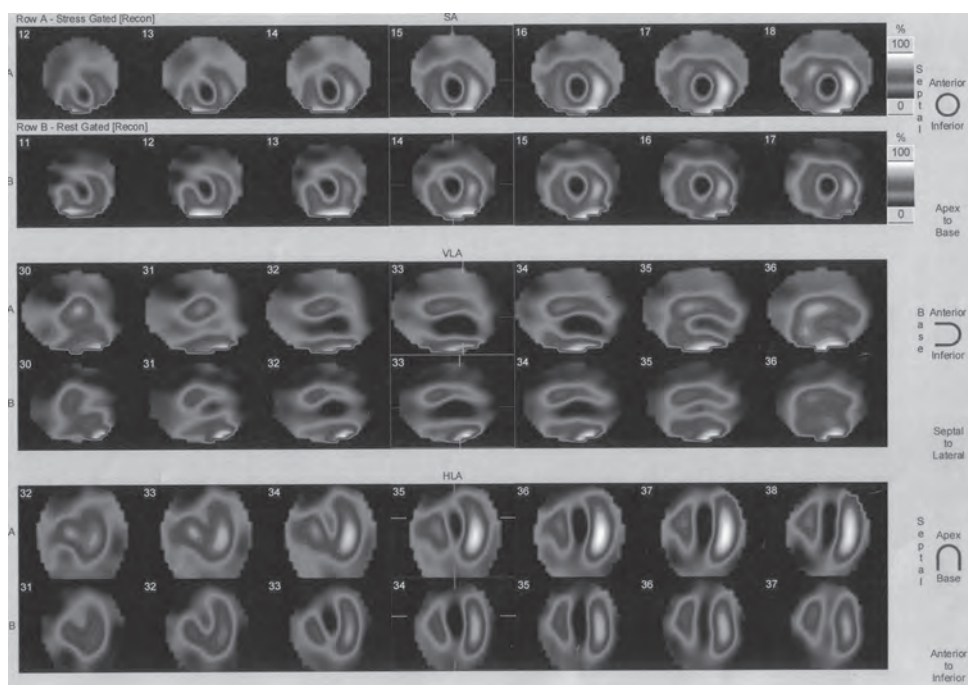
La figura mostra un difetto fisso di captazione e l'assenza di vitalità dei segmenti medio-basali del setto interventricolare anteriore e medio della parete laterale alla SPECT.
